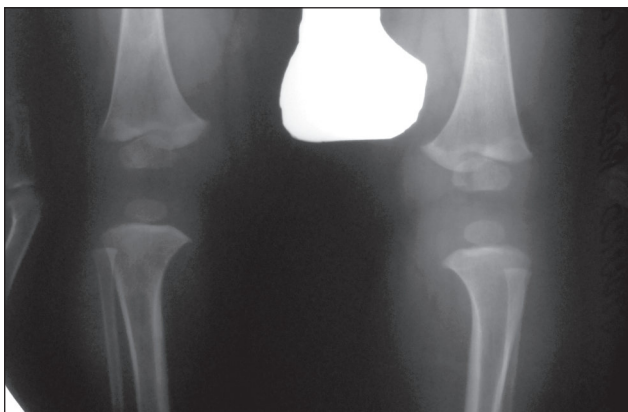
Рентгенограма хворого Б.
